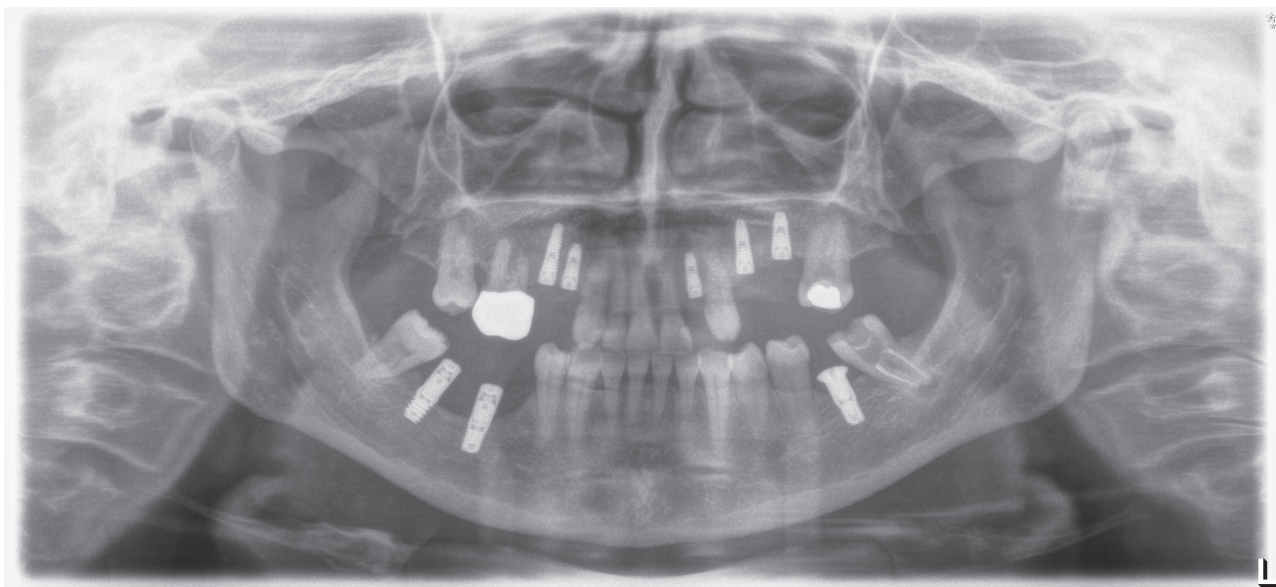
Radiografía tras la inserción de los implantes extra-cortos con transepiteliales para carga inmediata en los implantes del cuarto cuadrante.
